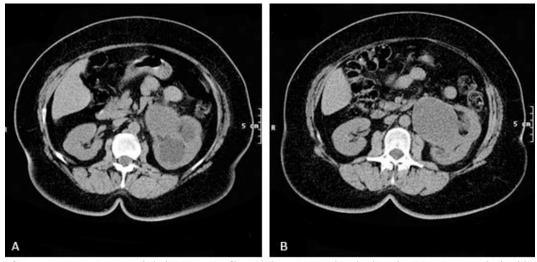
A y B. Corte axial de tomografía axial computarizada (TAC) que muestra la lesión renal con predominio quístico de su contenido.
